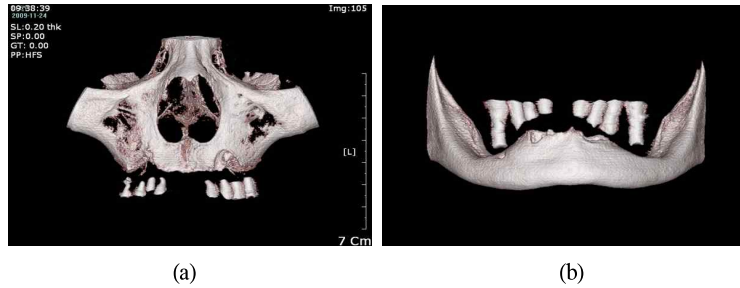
CT taking with radiographic stents: upper jaw(a) and lower jaw(b).
